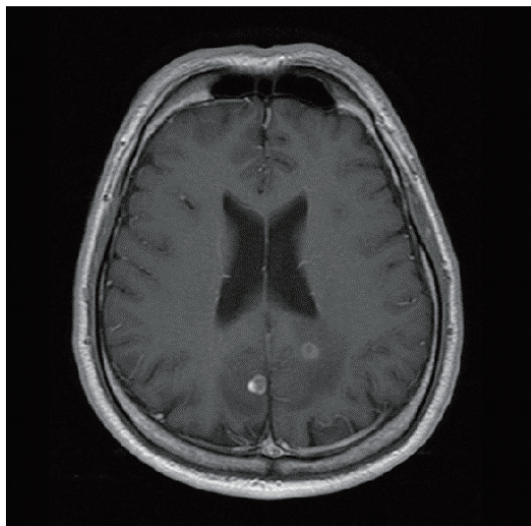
Brain MRI shows multiple brain metastases.
